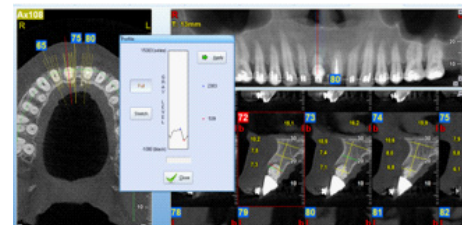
Tomografía inicial (biocompuesto cerámico con quitosano BC+Q).
